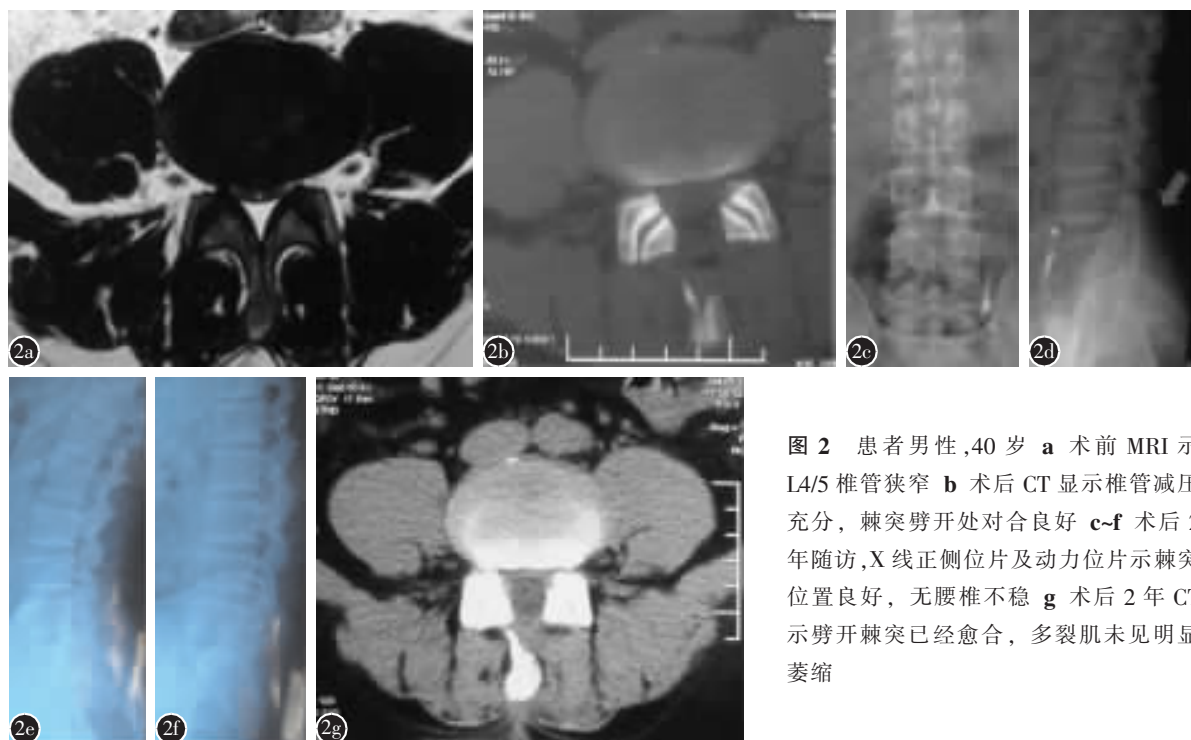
患者男性, 40 岁 a 术前 MRI 示 L4/5 椎管狭窄 b 术后 CT 显示椎管减压充分, 棘突劈开处对合良好 c~f 术后 2 年随访, X 线正侧位片及动力位片示棘突位置良好, 无腰椎不稳 g 术后 2 年 CT 示劈开棘突已经愈合, 多裂肌未见明显萎缩
